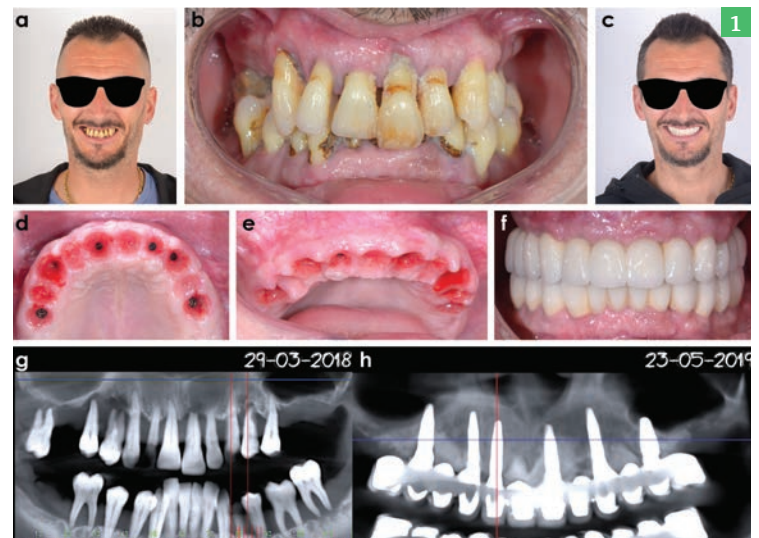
Antonio F, né en 1978, sans antécédents médicaux (*en bonne santé générale, arrêt du tabac en février 2018*). Pose des implants par le Dr J.-L. Zadikian le 3 avril 2018. Fig.1a, b et g : Situation préopératoire : maladie parodontale sévère et généralisée, égressions, migrations, troubles de la mastication ; d et e : Situations des profils d'émergence obtenus 8 mois après la pose des implants prêts à accueillir une prothèse d'usage PF1 ; c et f : Prothèse d'usage PF1 réalisée par J.-P. Casu (*Laboratoire Kosmeteeth*) à 1 an et 2 mois postopératoire ; h : Radiographie osseuse à 14 mois postopératoires avec le *bridge* d'usage.
